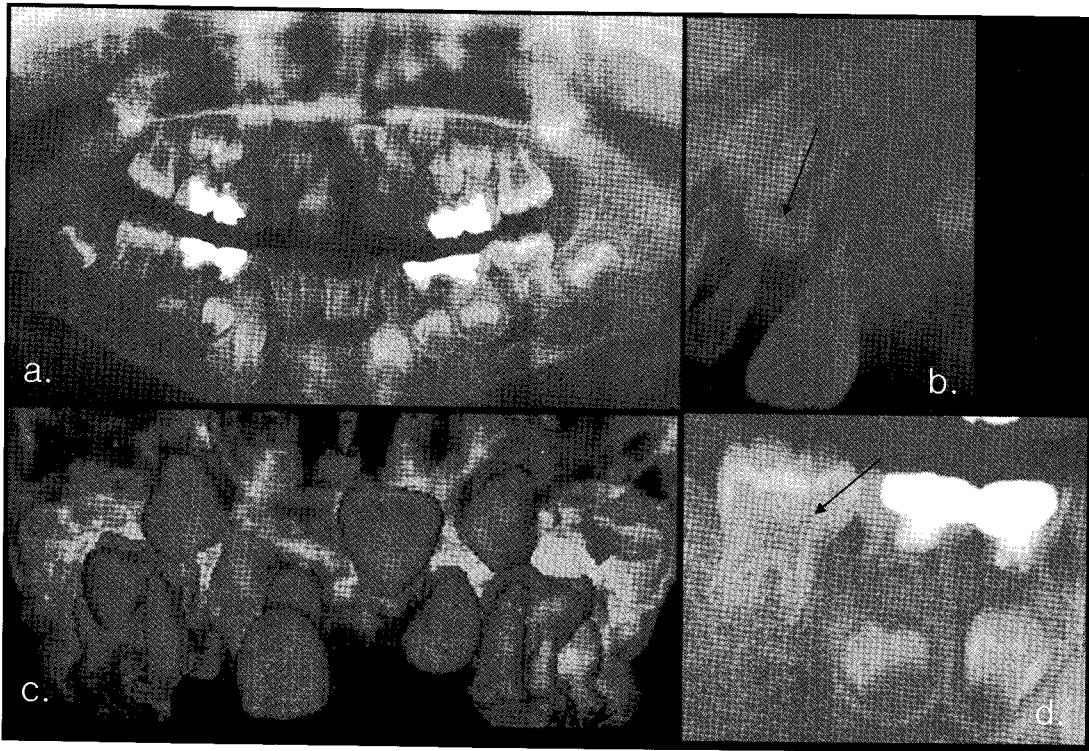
a. Panoramic radiograph shows impaction of the maxillary left permanent incisor, taurodontism of the permanent molars, large pulp chambers, absence of lamina dura around the roots. b. Periapical radiograph shows apical bony rarefaction affecting the abscessed maxillary right lateral primary incisor. c. Dental scan demonstrates impacted and dilacerated maxillary left permanent incisor. d. Enlarged mesial pulp horn affecting the mandibular first permanent molars are evident.
